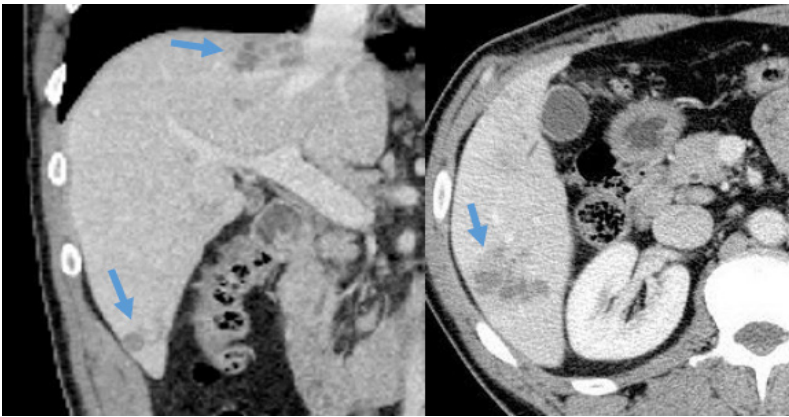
Abdominal CT – Coronal reformation shows two clusters of hypodense micronodular lesions at the subcapsular areas of the VI and IV liver segments (arrows); Axial image shows a conglomerate of small round hypodense lesions at the segment VI of the liver (arrow).
